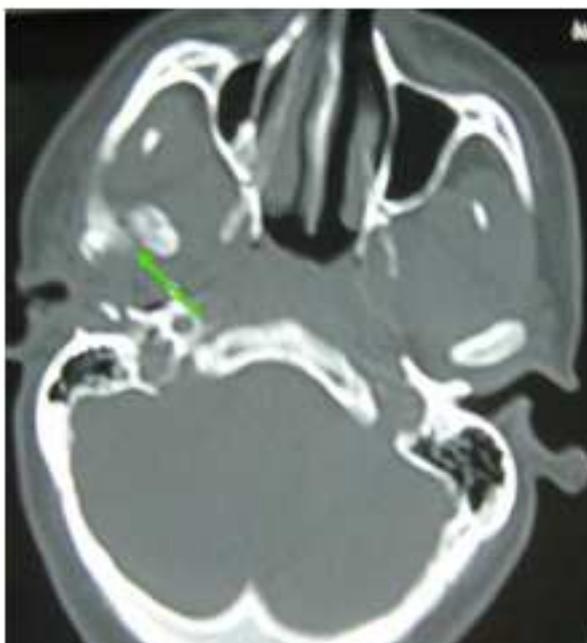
fracture capitale droite, indiquée par la flèche verte sur la panoramique dentaire, noter la luxation antéro-interne du condyle sur la TDM en coup axiale .
